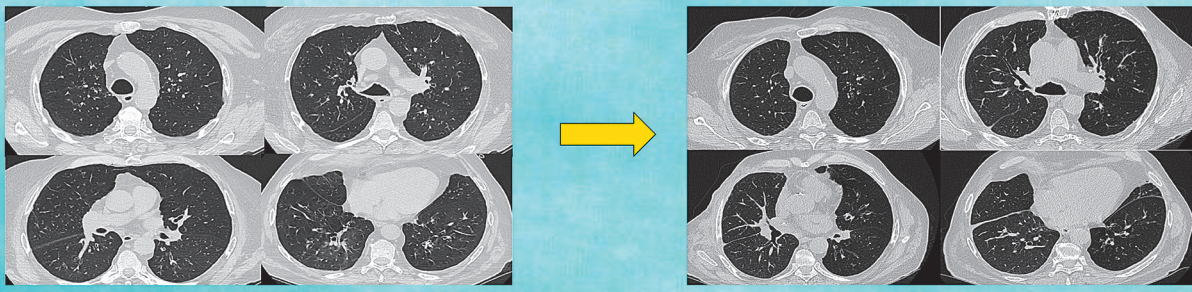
Рентгенография легких после выполнения ретрансплантации
